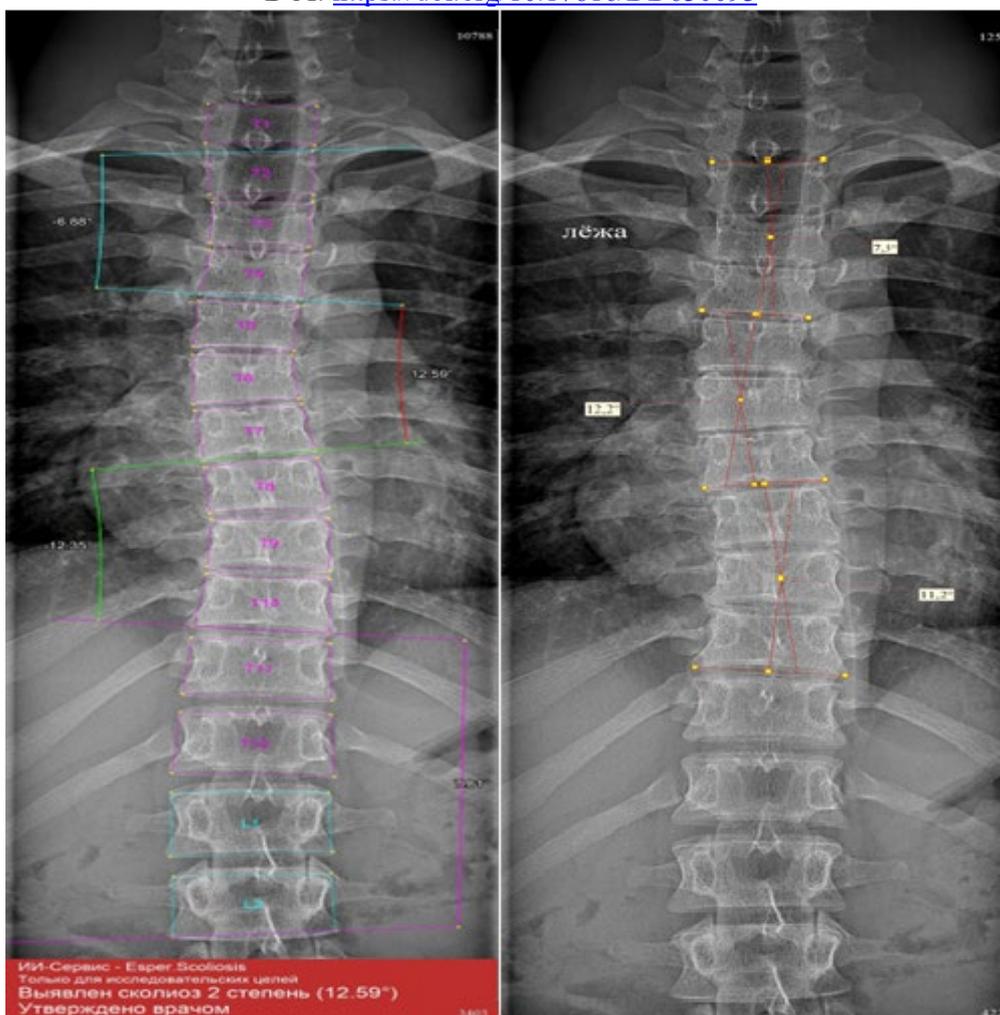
Рентгеновский снимок со сколиозом II степени. Анализ снимка выполнен программы искусственного интеллекта (слева) и рентгенологом (справа). Рентгенолог не измерял груднопоясничную кривую, так как нижний конечный позвонок не виден на снимке.
